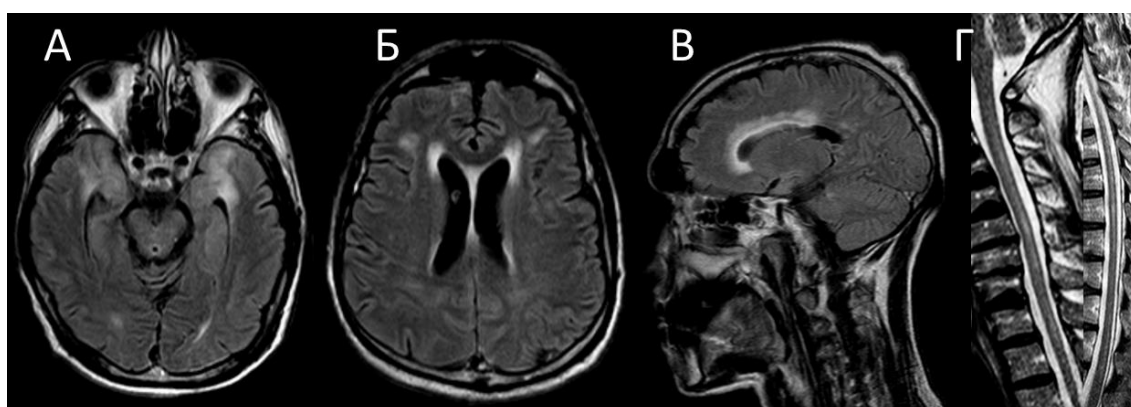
МРТ пациента паранеопластическим энцефаломиелитом, ассоциированным с антителами к Уо. А, Б (T2-FLAIR, аксиальный срез) и В (T2-FLAIR, сагиттальный срез) – диффузно-очаговые изменения повышенной интенсивности МР-сигнала в белом веществе височных долей, перивентрикулярно
